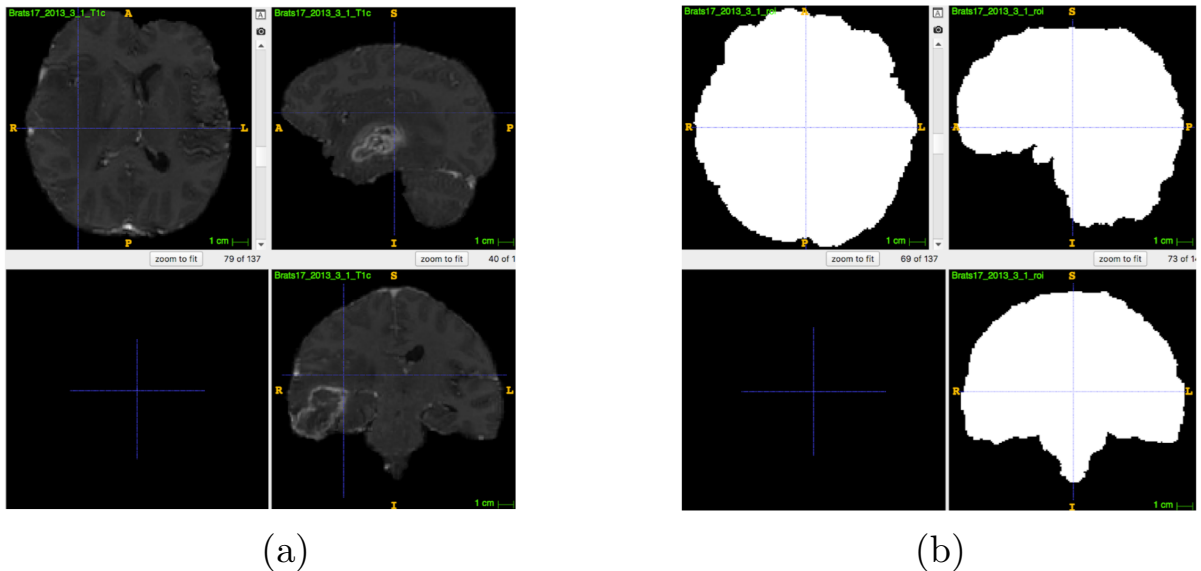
Вычисление маски и нормализация для МРТ снимков: а) Нормализованные снимки б) Маски, вычисленные для этих снимков
